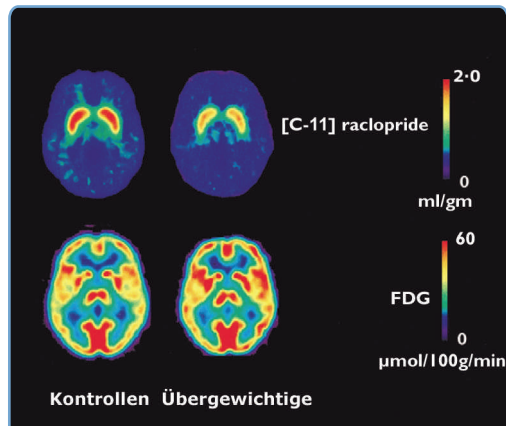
Positronen-Emissions-Tomographie des C-11-Raclopride Verteilungsmusters (postsynaptischen D2-Rezeptordichte; obere Abb.) und metabolisches FDG-PET (Glukosemetabolismus; untere Abb.) Übergewichtiger und normgewichtiger Versuchsprobanden.
